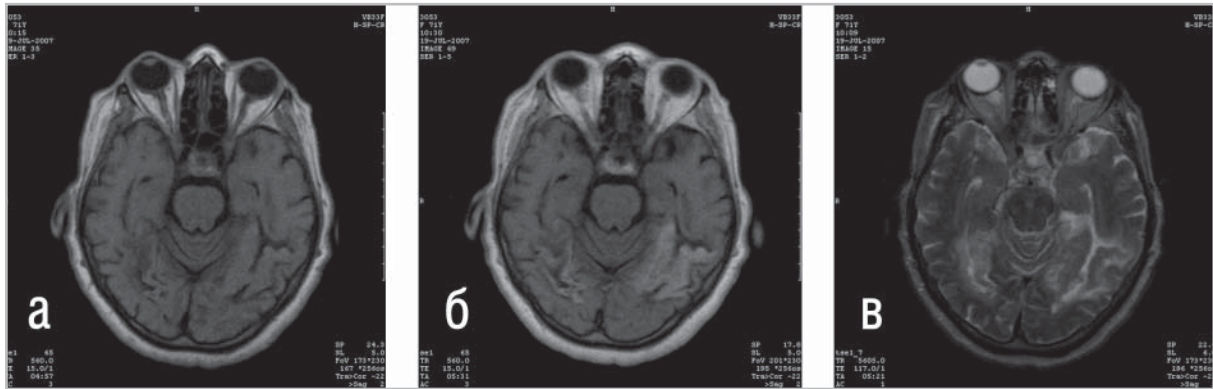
Тип 1 контрастирования при МРТ головного мозга при инсульте — «паренхиматозный» тип накопления контраста-парамагнетика при ишемическом инсульте.
